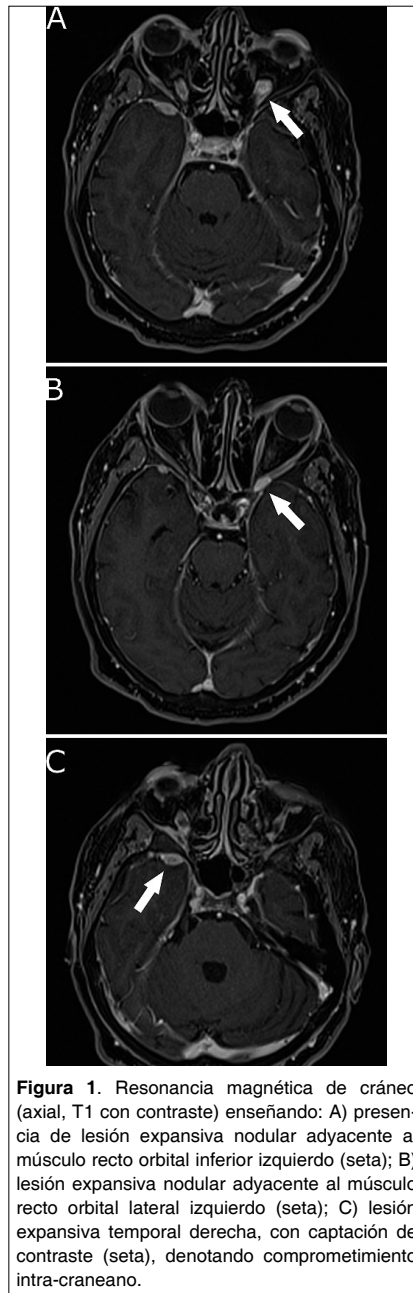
Resonancia magnética de cráneo (axial, T1 con contraste) enseñando: A) presencia de lesión expansiva nodular adyacente al músculo recto orbital inferior izquierdo (seta); B) lesión expansiva nodular adyacente al músculo recto orbital lateral izquierdo (seta); C) lesión expansiva temporal derecha, con captación de contraste (seta), denotando comprometimiento intra-craneano.
